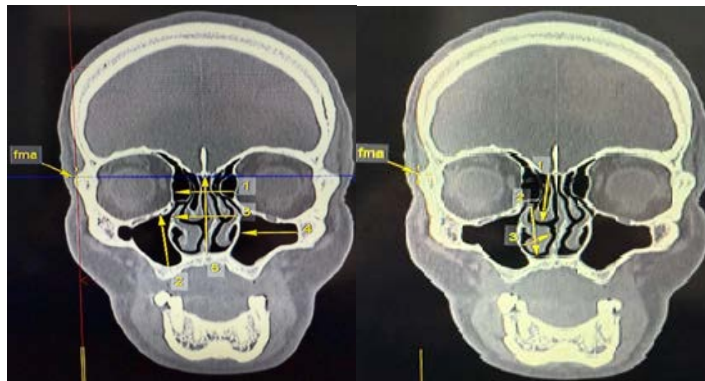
Параметры полости носа, определяемые по краниологическим точкам, выявленными конусно-лучевой компьютерной томографией
